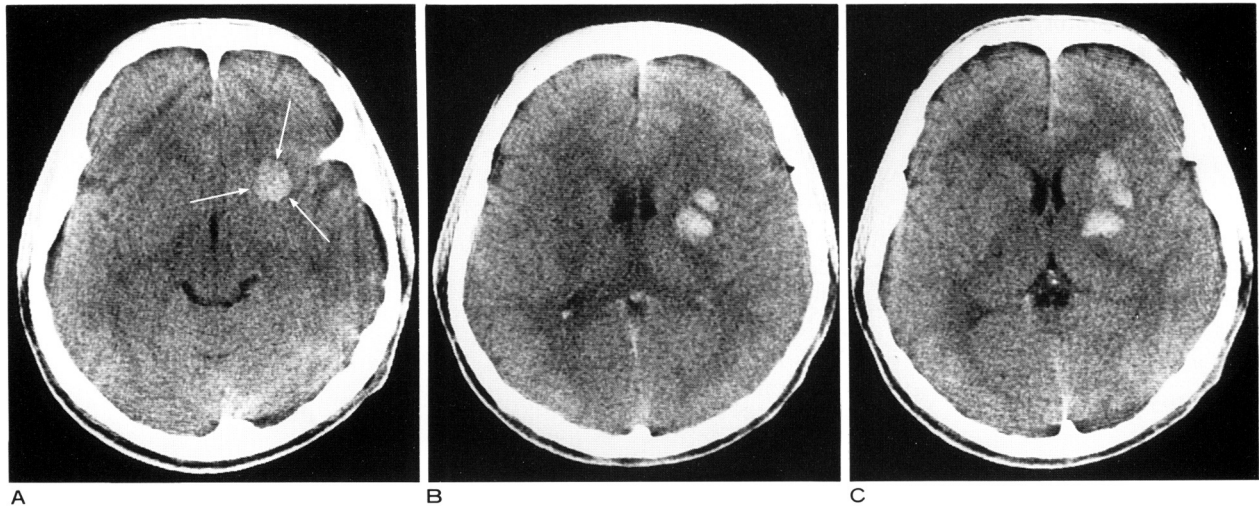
受傷直後の頭部単純CT像 左大脳基底核部でレンズ核(被殻, 淡蒼球)にはほぼ限局して、辺縁不明瞭な高吸収域が2,3個集簇して認められる(A~C)。血腫は前穿通野とレンズ核底部との結合部近傍に認められ(→), 線条体動脈外側群がこの部で損傷された可能性が示唆される(A)。
